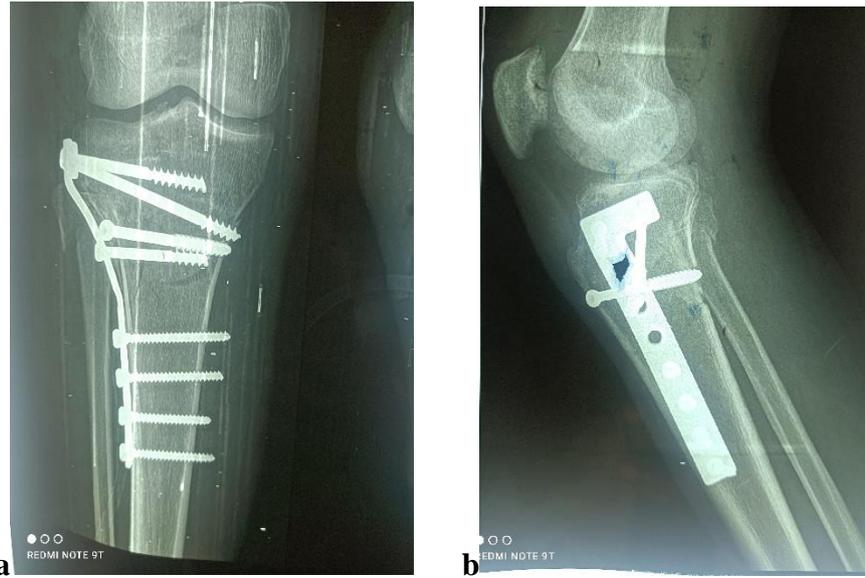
2a et 2b : Radiographie de face et profil genou J0 postopératoire d'un patient de 27 ans.
